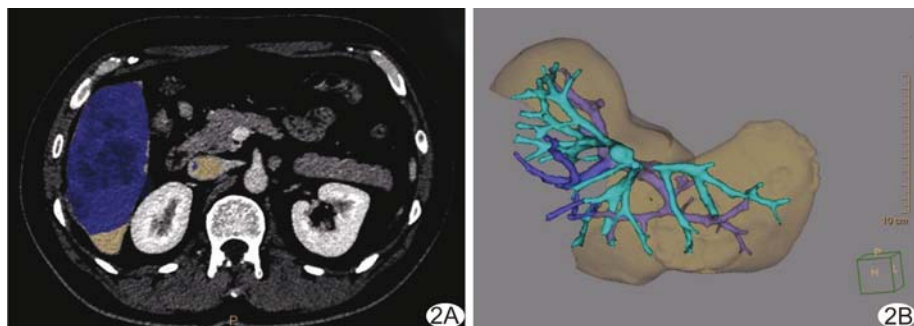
患者, 男, 53 岁, 原发性 HCC, 术前以 3D 肝脏分析软件进行评估 基于肝脏轴位 CT 图 (A, 紫色示拟切除区域) 及残余肝组织 3D 图像 (B, 黄色示肝实质、紫色示门静脉、蓝色示肝静脉) 计算拟切除肝体积及其占总肝体积的百分比分别为 955.0 cm^3 及 51.7% , 残肝体积及其占总肝体积的百分比为 891.4 cm^3 及 48.3%
